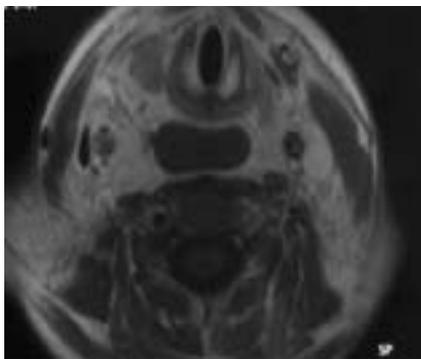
IRM coupe axiale montrant l'hématome rétropharyngé
